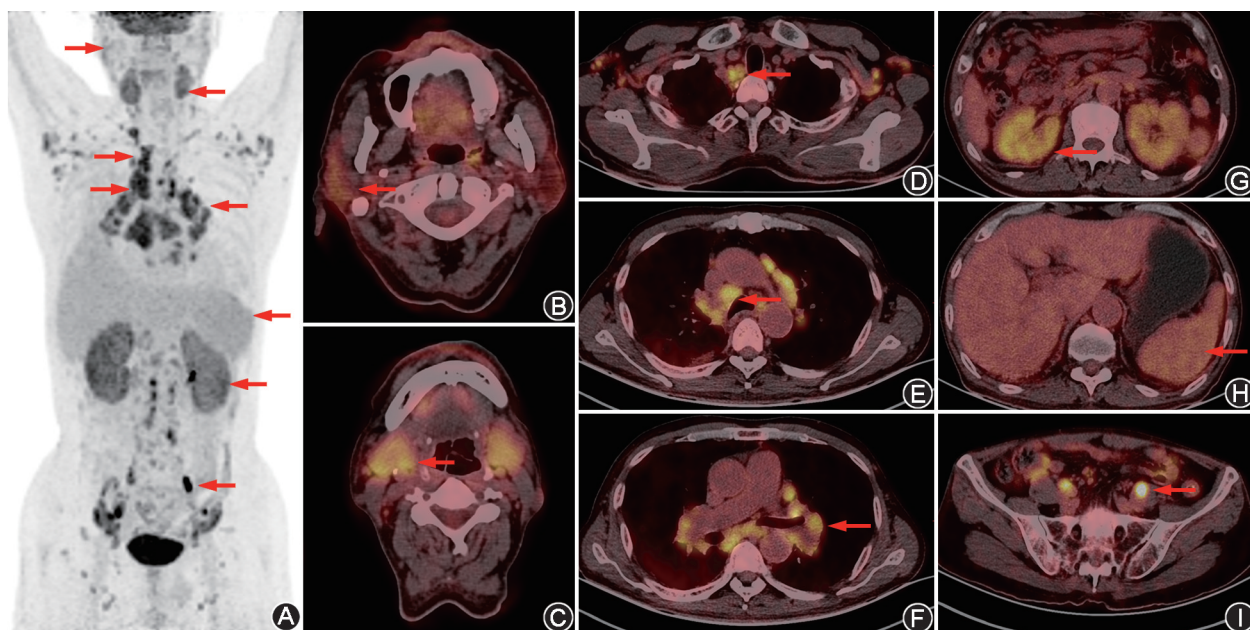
免疫球蛋白 G4-相关性疾病 (IgG4-RD) 患者 (男, 71 岁) ^{18}F -FDG PET/CT 显像图 (箭头示病灶)。A. PET 最大密度投影 (MIP) 图示全身多发 ^{18}F -FDG 高代谢灶。B, C. 双侧腮腺、双侧颌下腺弥漫性显像剂摄取增高, $\text{SUV}_{\max}$ 5.3; D~F. 纵隔、双肺门多发葡萄糖代谢增高肿大淋巴结, 较大者位于气管隆突下, 大小 3.2 cm × 3.4 cm, $\text{SUV}_{\max}$ 7.6; G. 肾脏葡萄糖代谢普遍增高, $\text{SUV}_{\max}$ 5.8; H. 脾脏葡萄糖代谢普遍轻度增高, $\text{SUV}_{\max}$ 4.6; I. 腹腔内多发葡萄糖代谢增高肿大淋巴结, 较大者位于髂血管旁, 大小 2.0 cm × 1.6 cm, $\text{SUV}_{\max}$ 8.1
